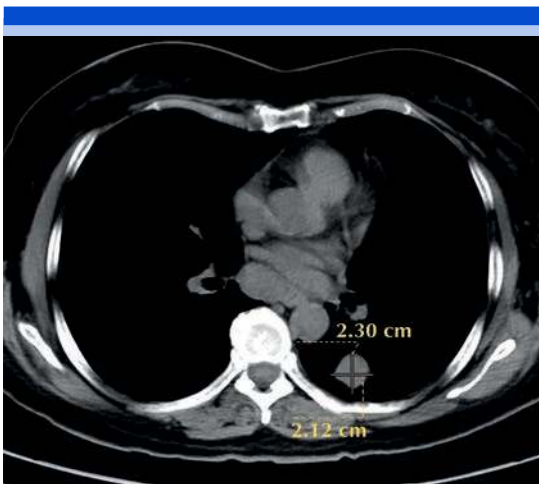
Corte axial, tomografía computada de pulmón con ventana para mediastino en fase simple.
